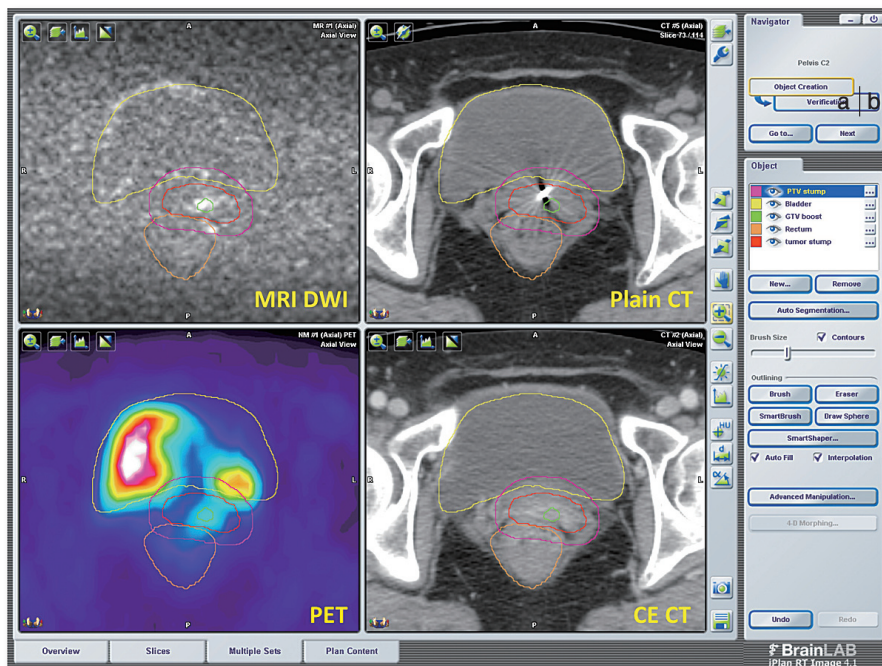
PET画像などマルチモダリティを用いた標的体積の決定(図4と同一症例)
